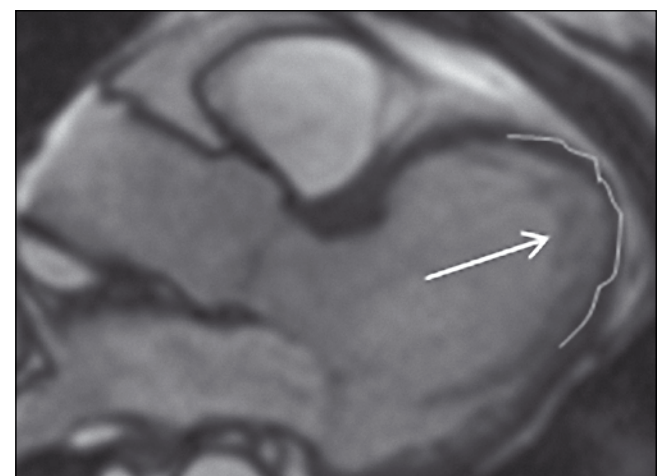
МРТ серця, кінозображення 3-камерної проекції серця: НКМ апікальних відділів ЛШ (локальні зміни)
